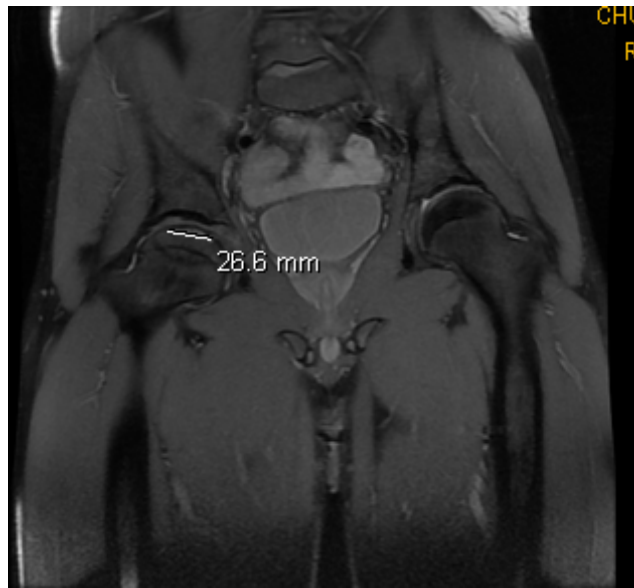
IRM de la hanche montre une ONATF en T1(notre série)
